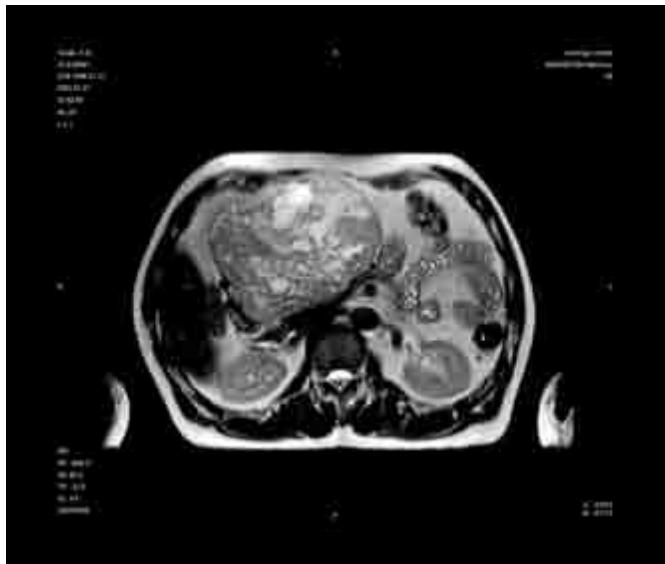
Гастроинтестинальная автономная нейрогенная опухоль (МРТ-томограмма).
